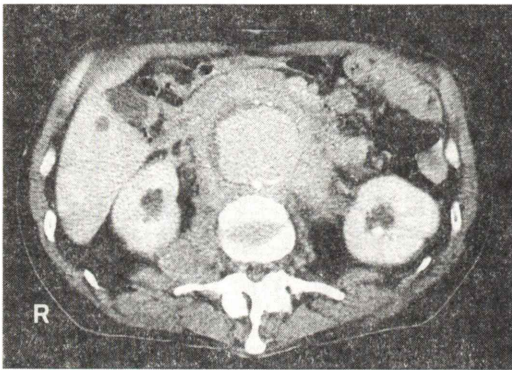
Enhanced abdominal CT scan showing infra-renal abdominal aortic aneurysm with thick wall.
